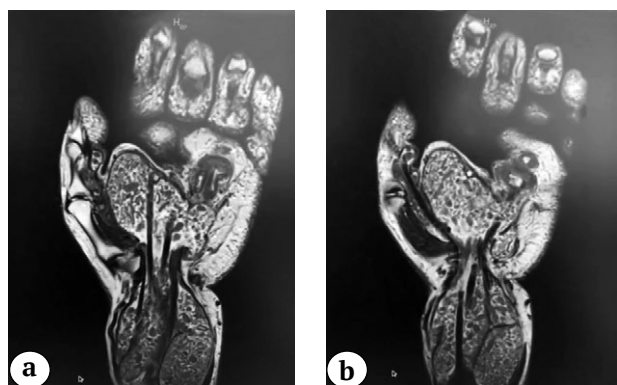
МР-томограммы правой верхней конечности:
